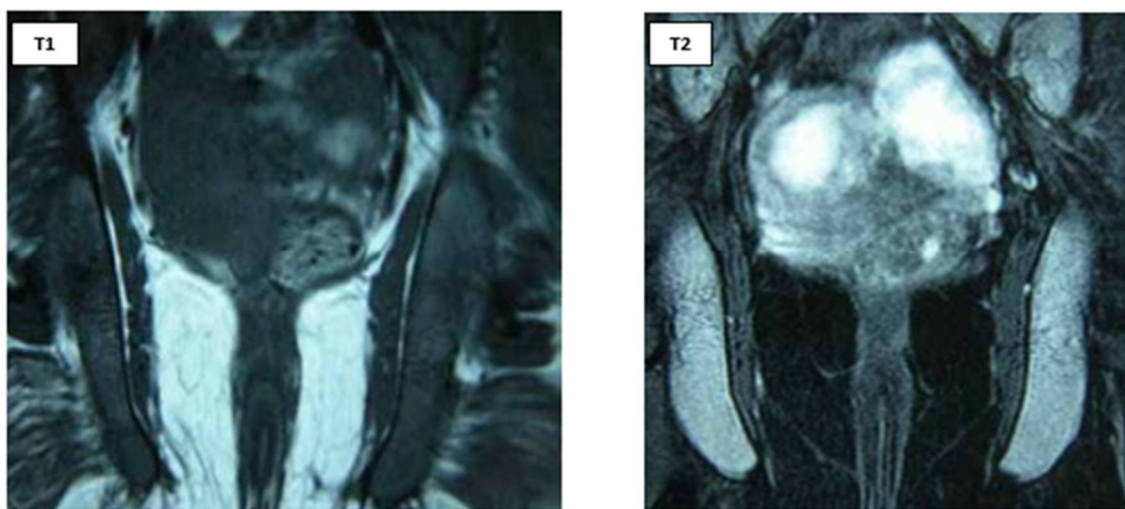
Coupe IRM du bassin, l'hyperplasie médullaire se traduit par une disparition de l'hypersignal de la moelle graisseuse en T1 remplacé par un hypersignal en T2 témoignant d'une reconversion médullaire. (43)
